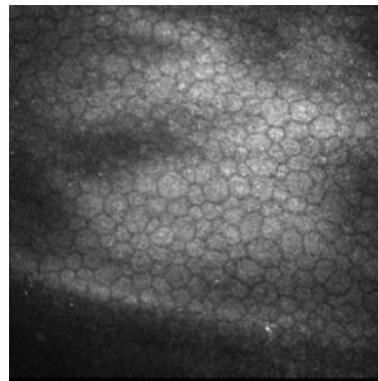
Эндотелий. Глубина 522 мкм. Лазерная сканирующая томограмма. (400x400)
